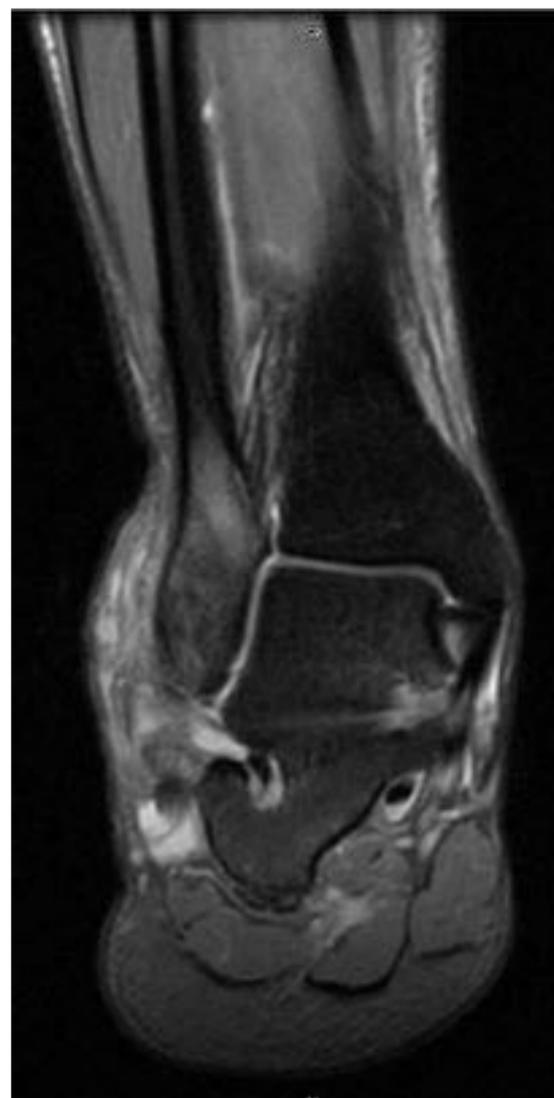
RM secuencia STIR corte coronal del mismo paciente.
